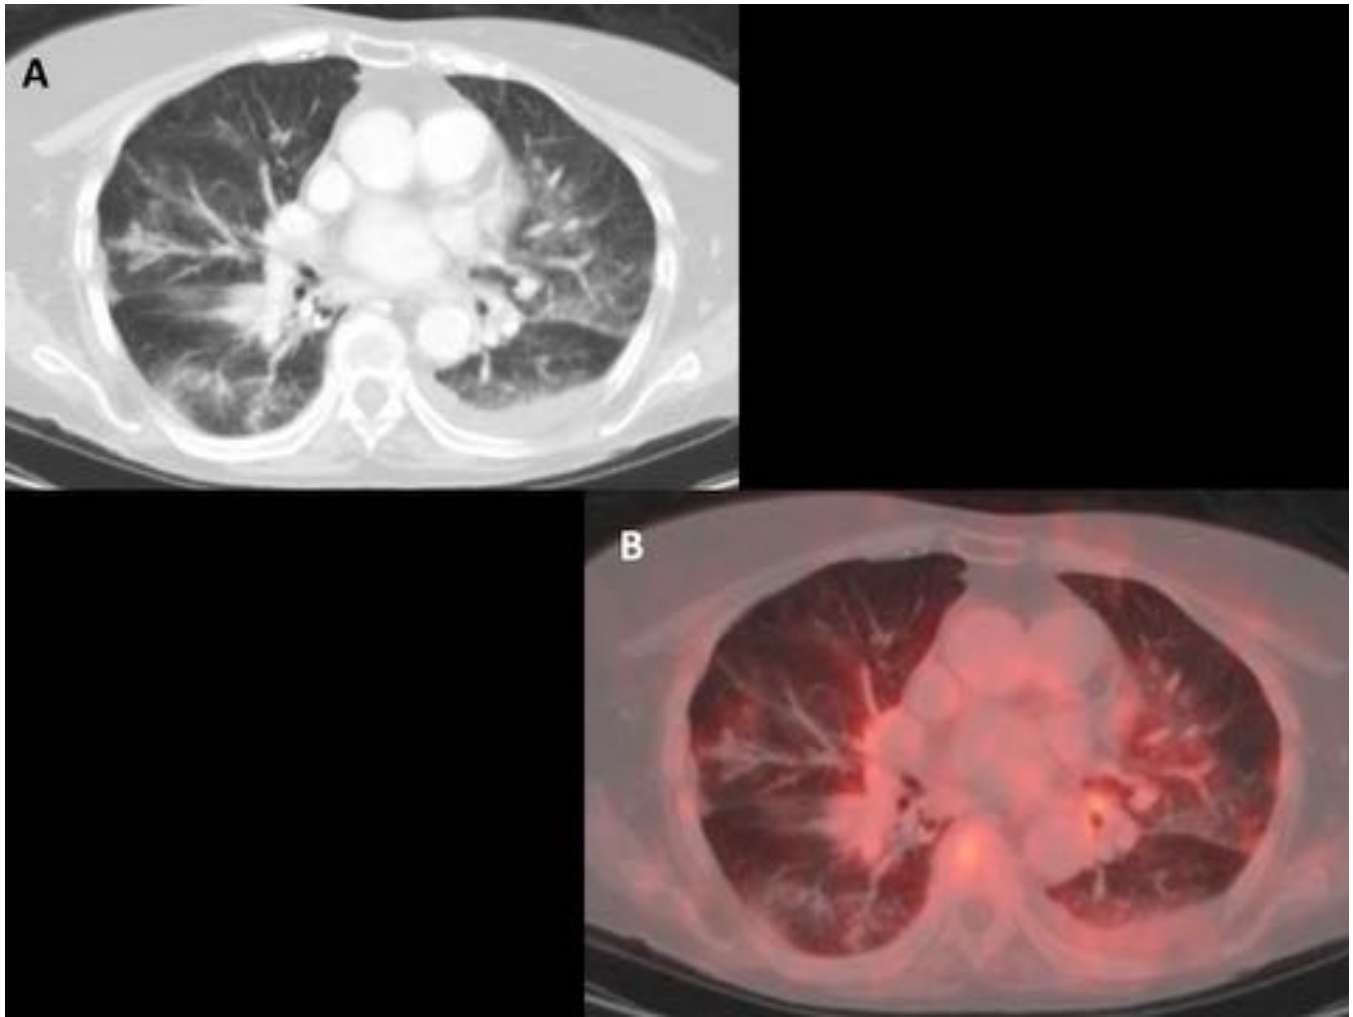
18FDG-PET/TC Falso negativo. Varón de 43 años con LDCGB. El TC axial con ventana de pulmón (A) muestra engrosamiento peribronquial y perivascular difuso y bilateral y pequeño derrame pleural sin captación de 18FDG en el PET/TC (B). La biopsia transbronquial reveló afectación por linfoma.
